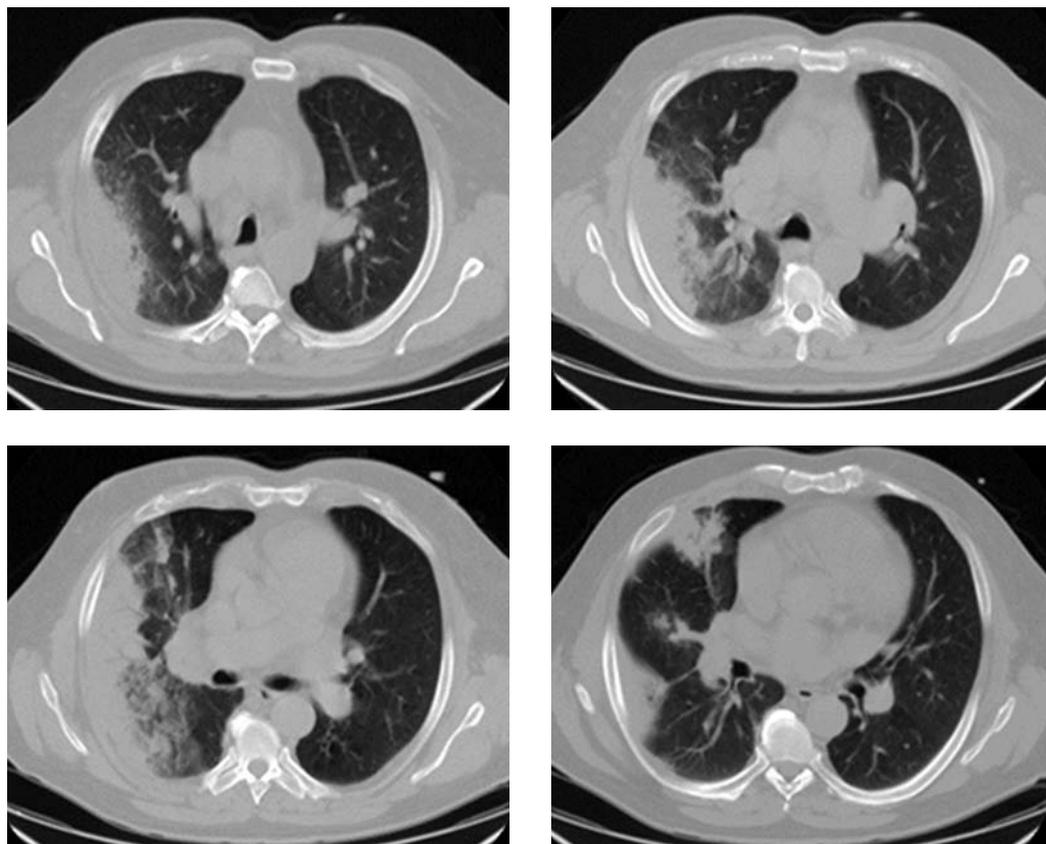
Distintos cortes de TAC de tórax con presencia de consolidaciones derechas, con broncograma aéreo, a predominio periférico.
